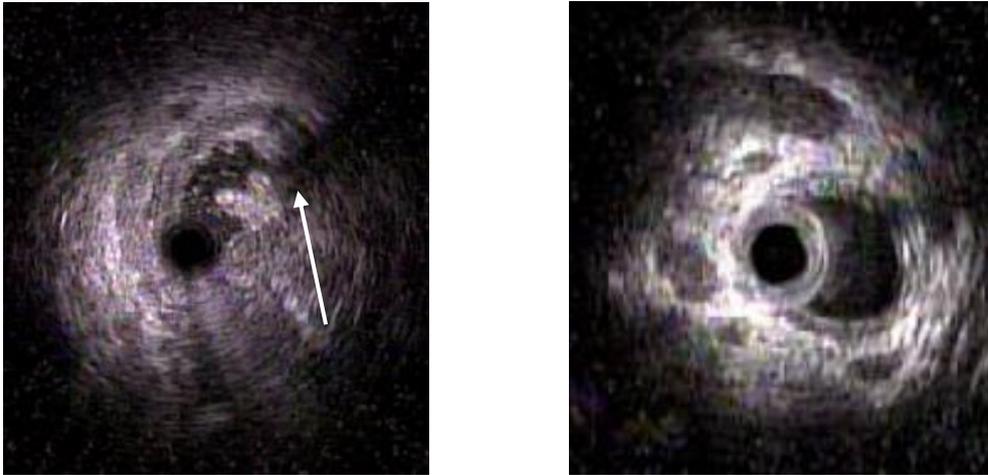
総胆管結石除去後の管腔内超音波による結石確認
